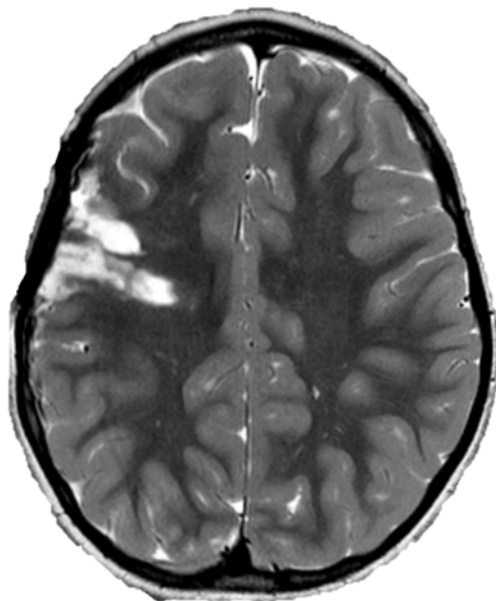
МРТ головного мозга в режиме T2-ВИ после хирургического лечения ФКД. На контрольной МРТ отмечаются две зоны резекции в правой лобной доле
